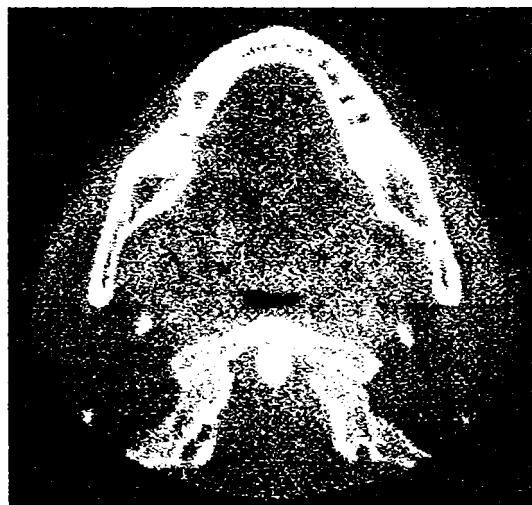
Imagine tomografică a unei secțiuni prin craniu, cu evidențierea mandibulei
